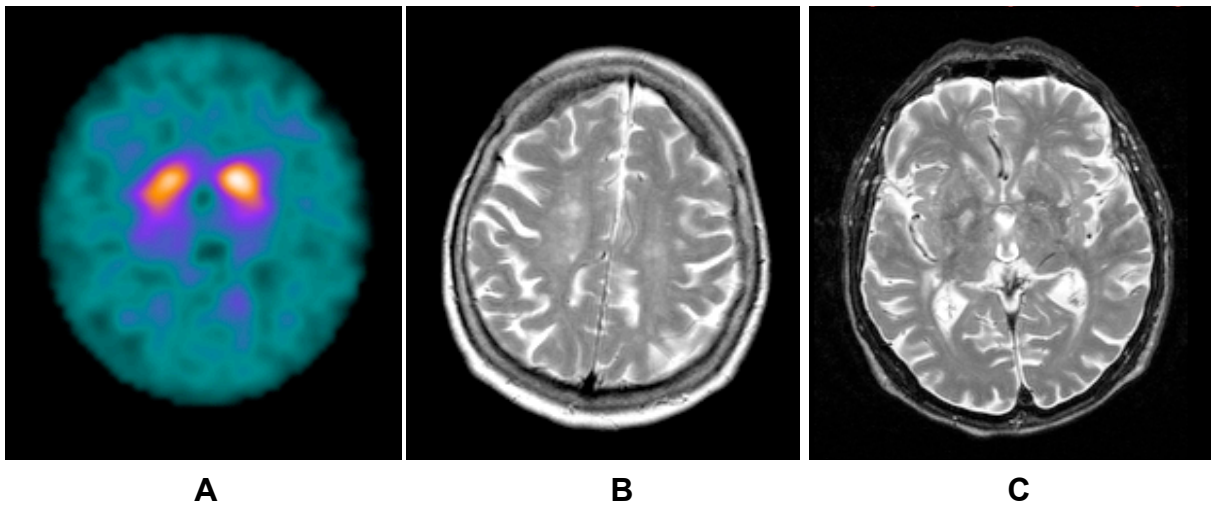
Eine 77-jährige Patientin (Pat. 13) mit Rigor, Tremor und kleinschrittigem Gang seit ca. fünf Jahren. Die Symptomatik stellte sich rechtsseitig betont dar. Positiver L-DOPA-Test, jedoch kaum Ansprechen auf die Langzeittherapie mit L-DOPA. In der cMRT (B, C) Nachweis einer ausgeprägten mikroangiopathischen Leukencephalopathie (SAE). Die ^{123}I -FP-CIT SPECT (A) zeigt einen bilateralen DAT-Mangel, putaminal betont.
